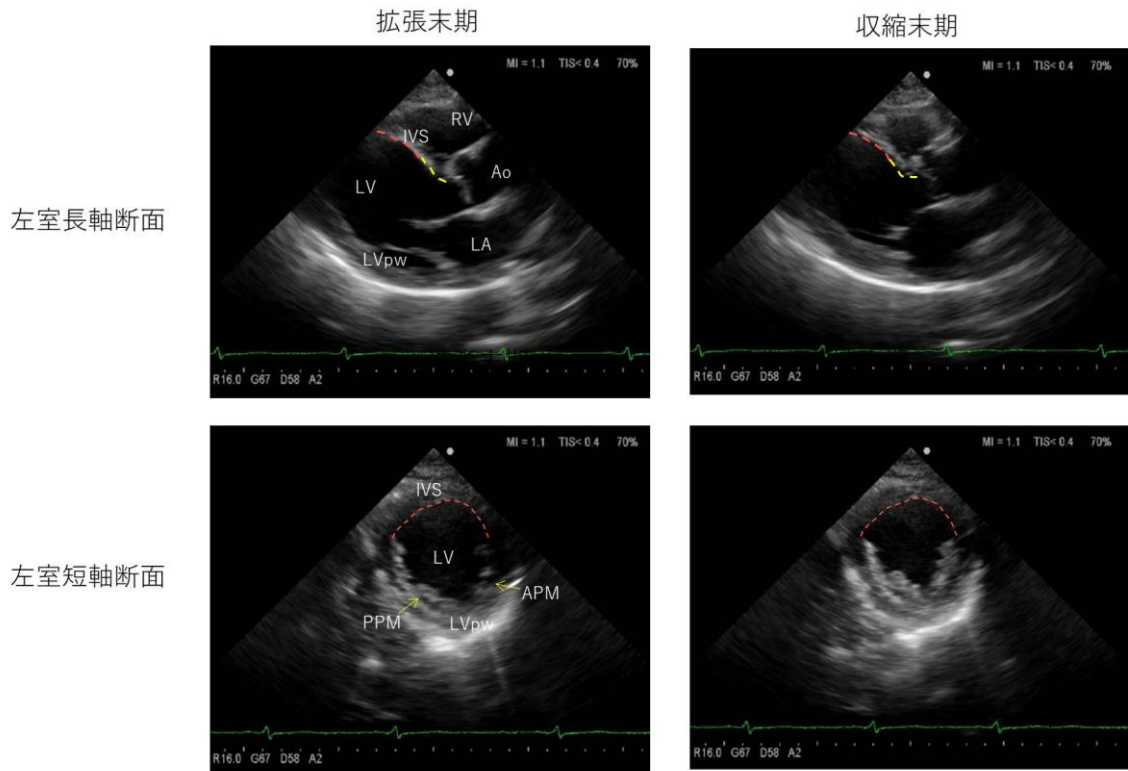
陳旧性心筋梗塞例 (Case7) の超音波断層像.
